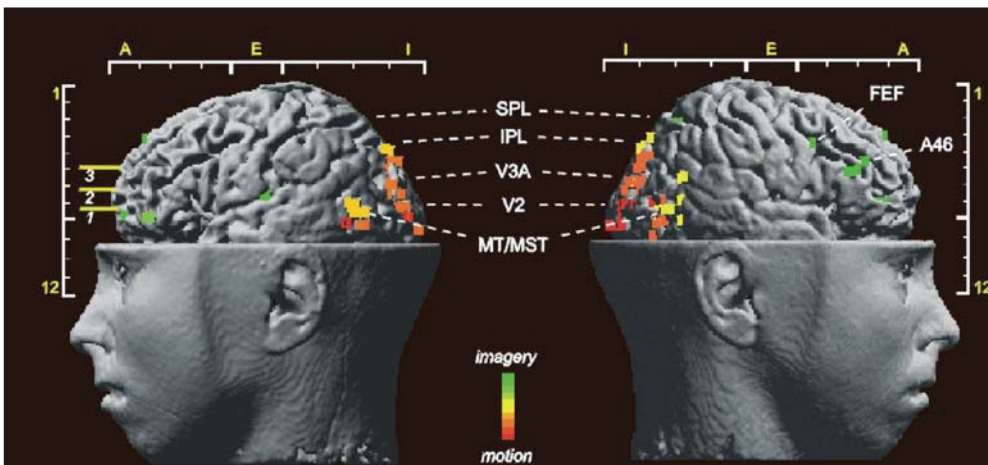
Darstellung aktiver Hirnareale mittels Kernspintomographie: Vorstellen und Wahrnehmen gehen mit sehr ähnlichen Aktivierungsmustern einher.
